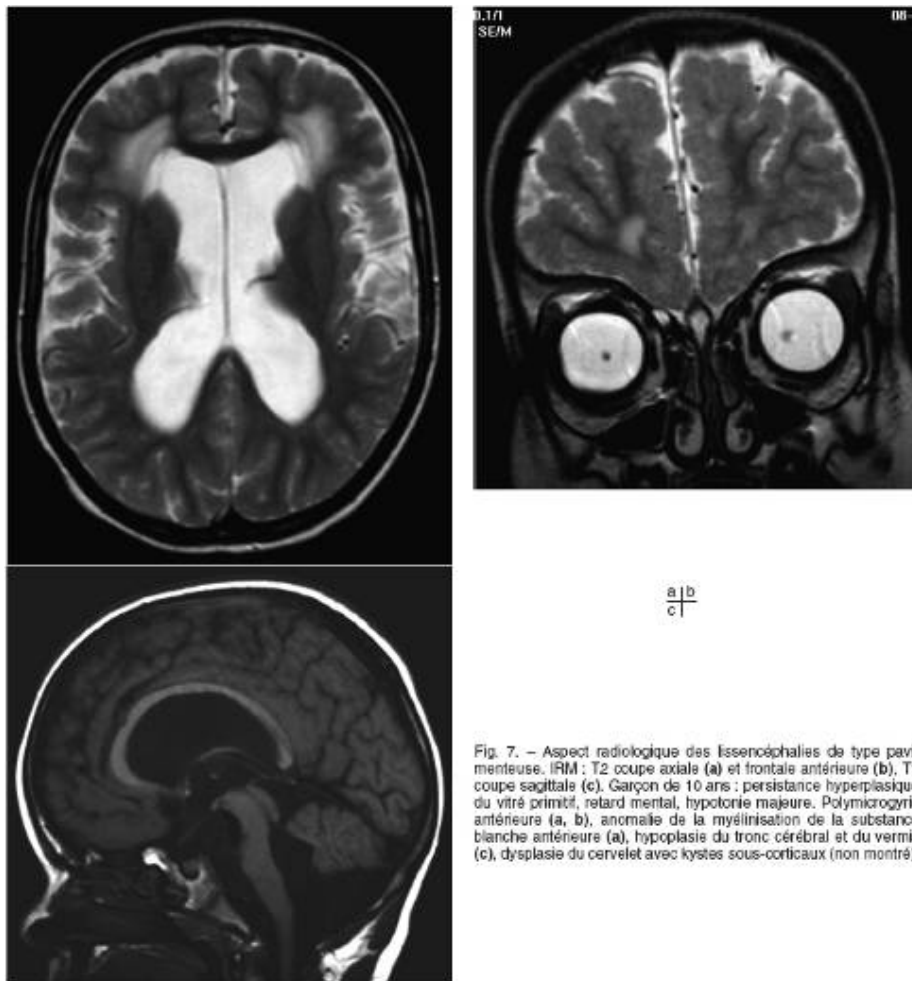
Aspect radiologique des lissencéphalies de type pavimenteuse. IRM : T2 coupe axiale (a) et frontale antérieure (b), T1 coupe sagittale (c). Garçon de 10 ans : persistance hyperplasique du vitré primitif, retard mental, hypotonie majeure. Polymicrogyrie antérieure (a, b), anomalie de la myélinisation de la substance blanche antérieure (a), hypoplasie du tronc cérébral et du vermis (c), dysplasie du cervelet avec kystes sous-corticaux (non montré).
